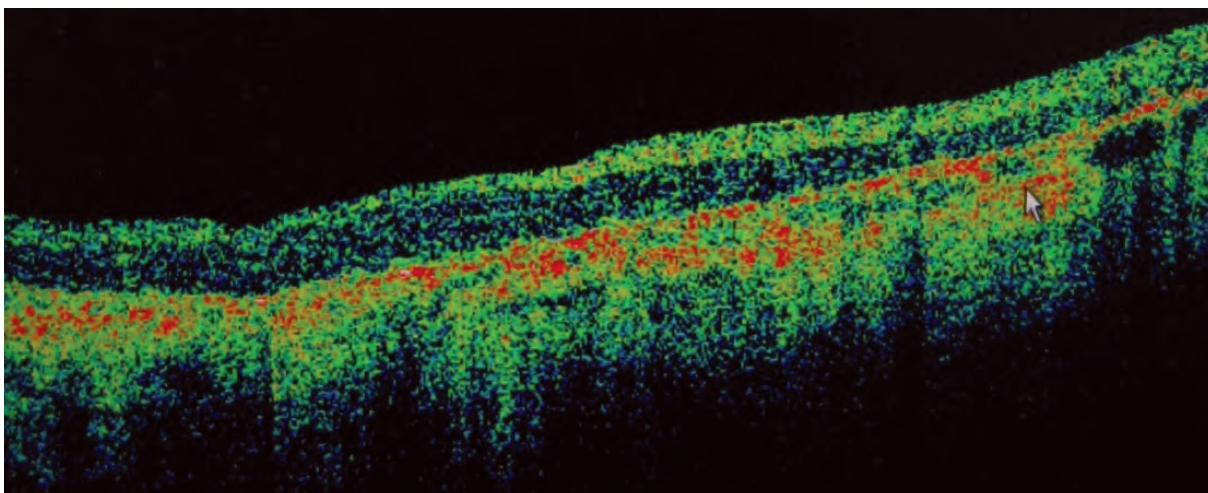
Томограмма сетчатки больного абитрофией сетчатки
